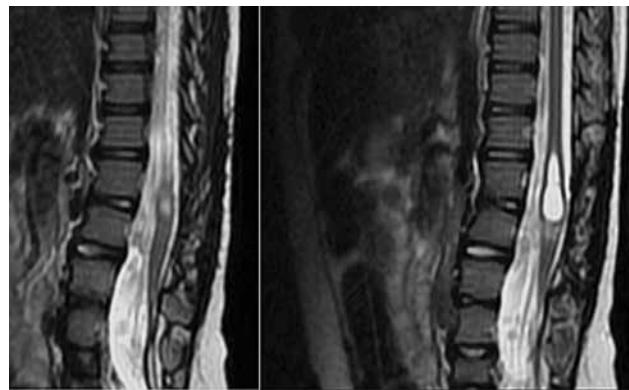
МРТ в сагиттальной проекции. Интрамедуллярное полостное образование в динамике, по сравнению с предыдущим исследованием в размерах не изменилось. Конский хвост стал приобретать более очерченную конфигурацию, чего не просматривалось при предыдущих исследованиях
